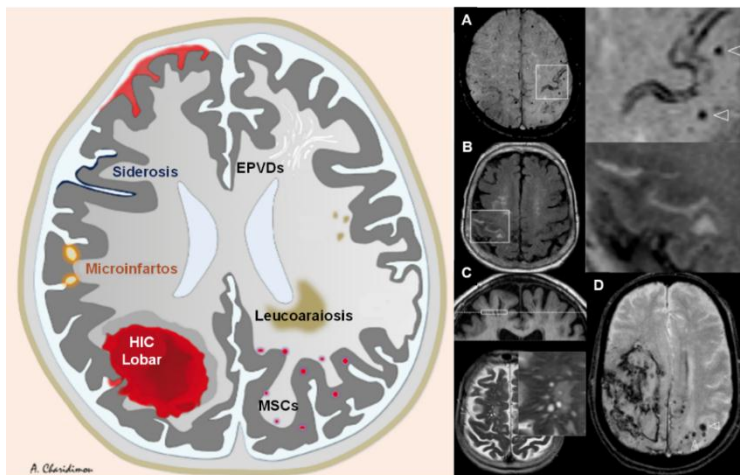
Representación esquemática de las principales características radiológicas de la AAC detectadas por resonancia magnética. Ejemplo de la detección por resonancia magnética de (A) siderosis y MSCs; (B) hiperintensidad lineal en el surco central derecho; (C) múltiples EPVDs; y (D) HIC en zona parietal. EPVDs: espacios perivasculares dilatados. MSCs: microsangrados cerebrales. HIC: hemorragia intracerebral. Modificado de Charidimou *et al.*, 2017 ⁴⁵.
